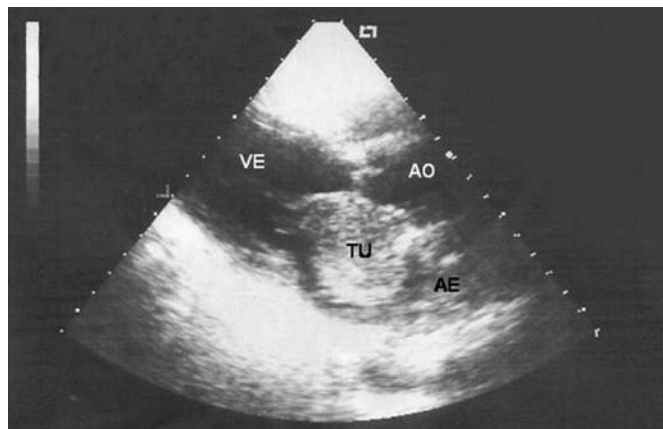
Ecocardiograma Transtorácico no Pré-Operatório demonstrando Mixoma Atrial Esquerdo. VE = ventrículo esquerdo; AO = aorta; AE = átrio esquerdo; TU - tumor
